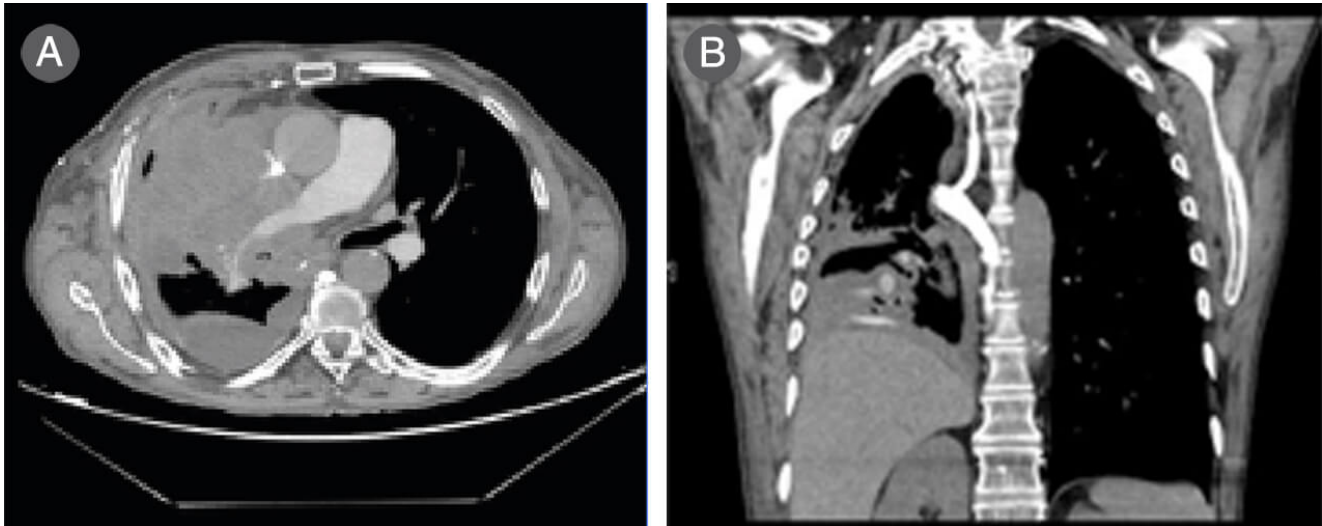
Imágenes de TC de tórax de paciente con síndrome de vena cava superior secundario a CBNCP. La masa invade de forma completa la vena cava impidiendo el paso de contraste. Obsérvese la dilatación del sistema ácigos y sistema venoso colateral. a. Corte axial en TC de tórax de paciente con síndrome de vena cava superior secundario a CBNCP. La masa invade de forma completa la vena cava impidiendo el paso de contraste. b. Corte coronal en TC de tórax de paciente con síndrome de vena cava superior secundario a CBNCP. Obsérvese la dilatación del sistema ácigos y sistema venoso colateral.
